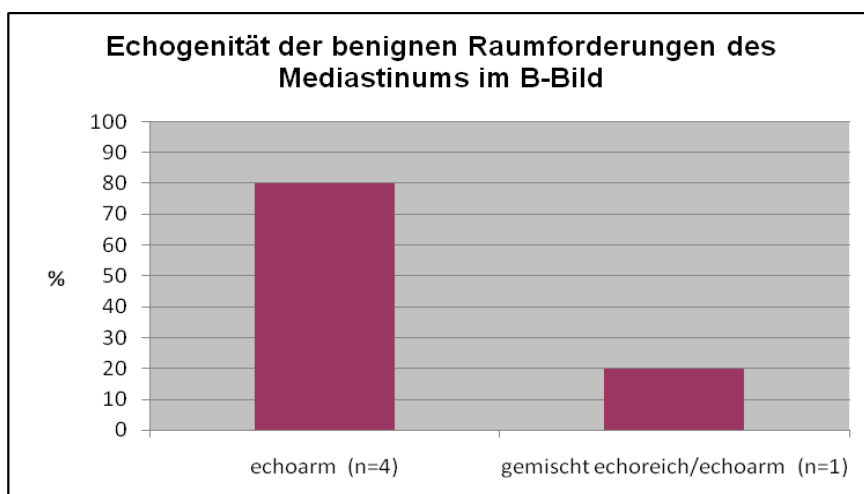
Darstellung der benignen Raumforderungen mit echoarmen (n=4) und gemischt echoreich/echoarmen (n=1) Erscheinungsbild in der B-Bild-Sonographie (in %)
